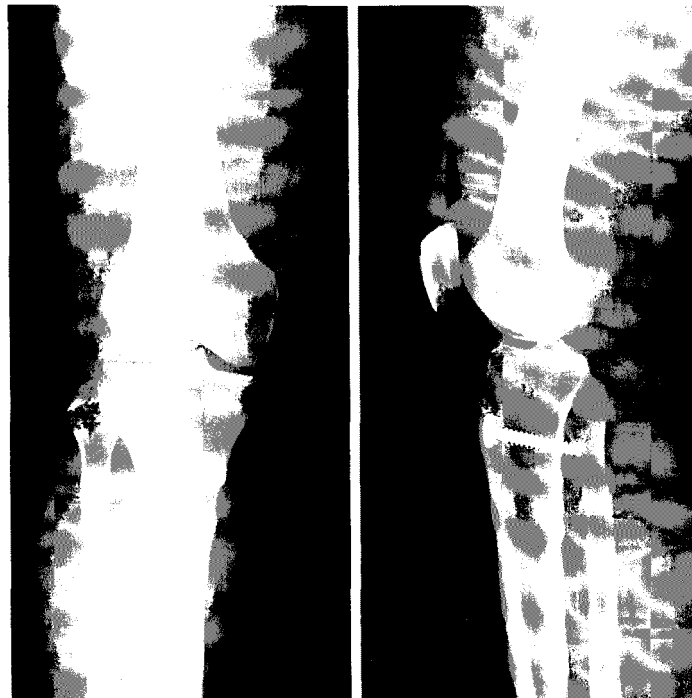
Postoperative AP and lateral radiographs. Note the additional fixation of the graft using spike washer and screw.
